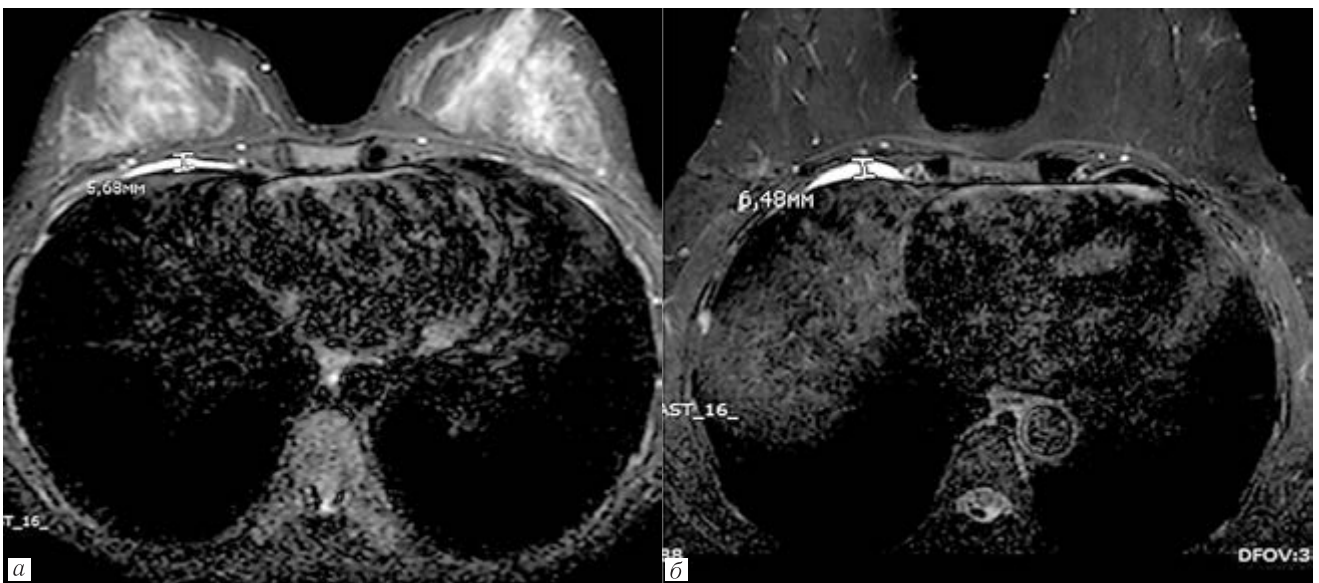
МРТ молочных желез. DWI STIR. Исследования 2019 г. (а) и 2022 г. (б): при просмотре подряд данных >220 пациенток создается четкое впечатление, подкрепляемое измерениями, что при наличии выпота в группе 2022 г. его объем больше
